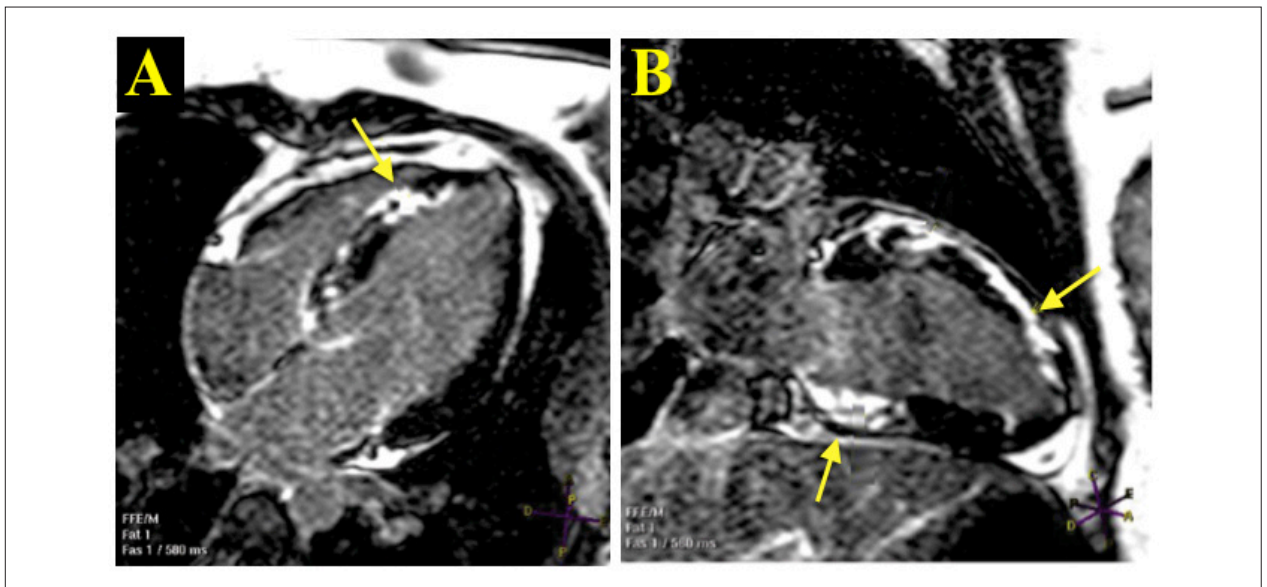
Ressonância magnética apresentando realce tardio transmural com gadolínio (setas) das paredes médio-basal inferior, anterior e septo-anterior do ventrículo esquerdo em projeção de quatro (A) e duas câmaras (B).
